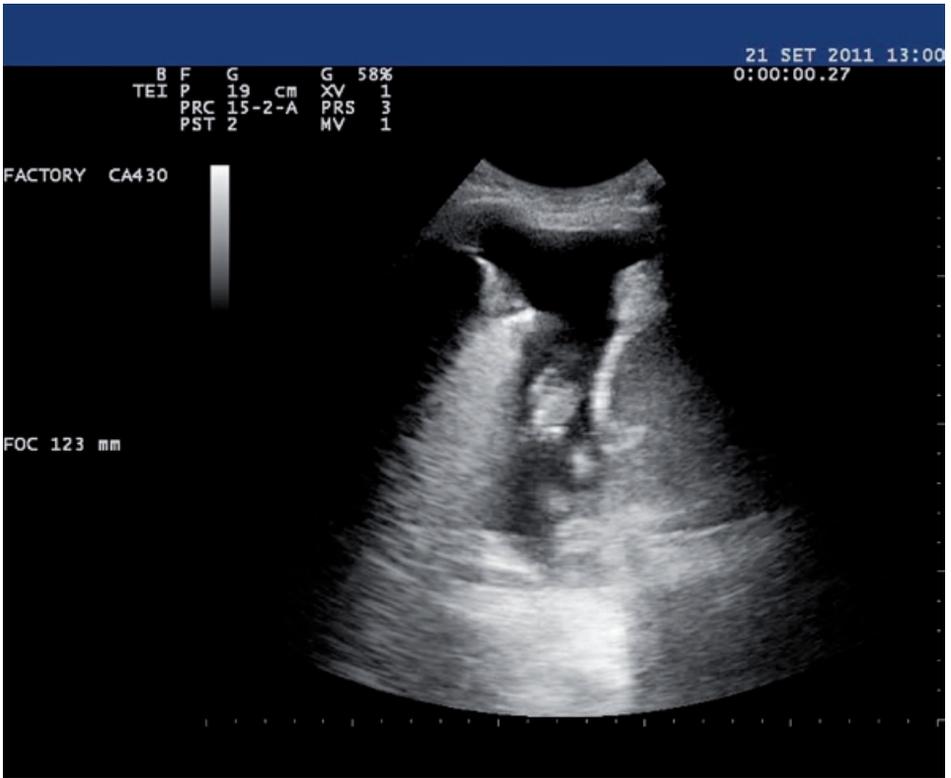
Ecografia di un versamento pleurico. L'evidenza di lesione vegetante sul profilo della pleura diaframmatica orienta immediatamente, al letto del malato, verso l'ipotesi diagnostica oncologica.
